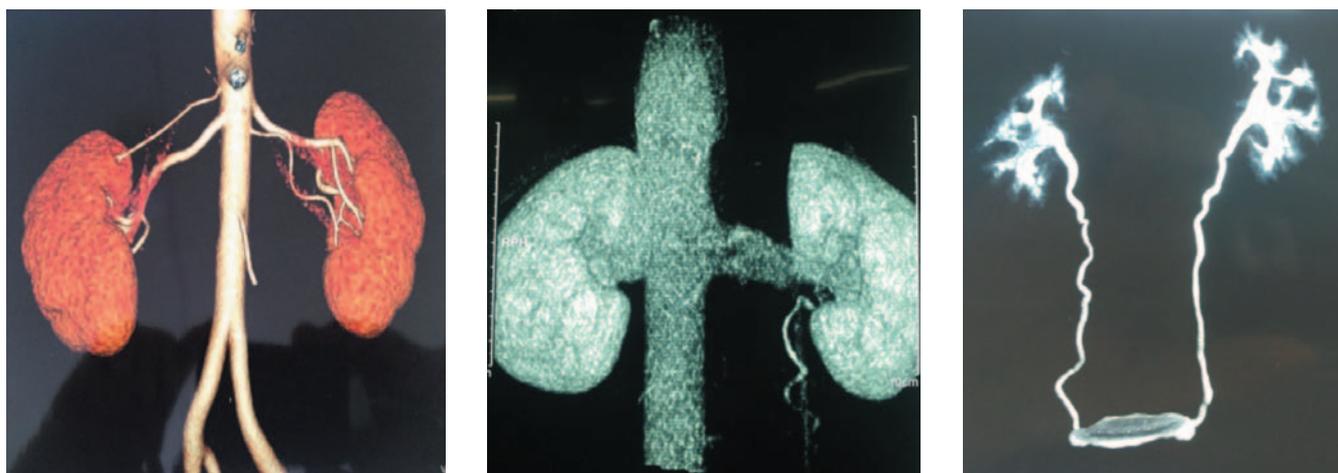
Результаты компьютерной томографии доноров
